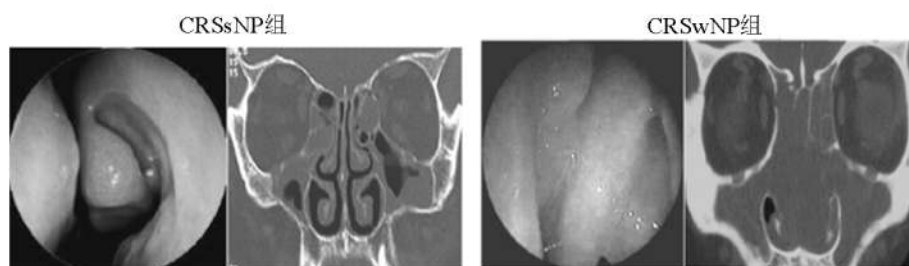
典型的 CRSsNP 和 CRSwNP 实体图(SP×200)及其对应 CT 图
